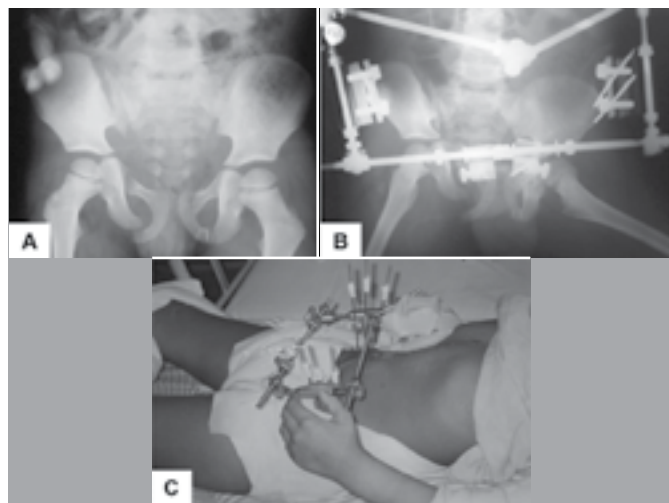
(A) Paciente admitido com fratura do anel pélvico (Torode e Zieg Tipo IV). (B) Paciente foi submetido a estabilização e fixação externa da bacia, além de laparotomia exploradora e colostomia, radiografias e imagem clínica (C).
